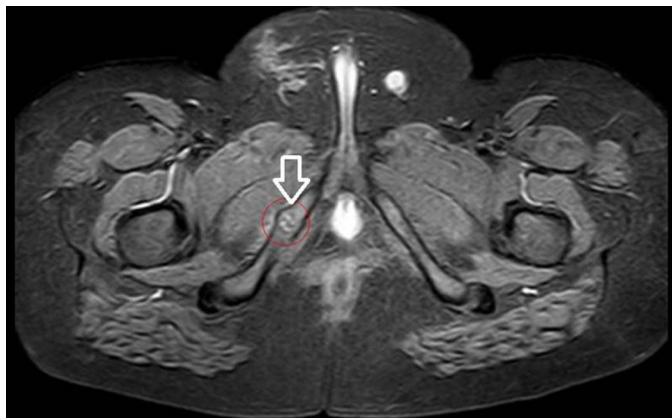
RM de pelvis de corte axial (STIR): engrosamiento de la sincondrosis isquiopubiana derecha con bordes irregulares. Alteración de la señal de médula ósea y edema de partes blandas circundantes.
